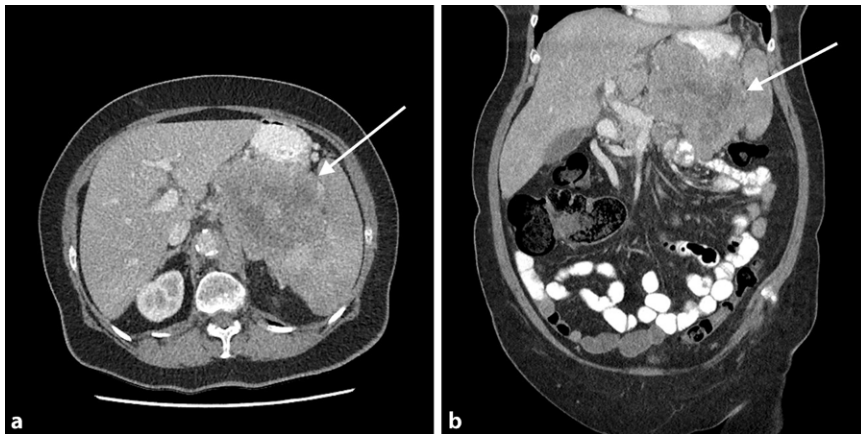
▲ Computertomographie des Abdomens. Ausgedehnte abdominelle Raumforderung (weißer Pfeil) mit Infiltration von Magen, Pankreas und Milz (a transversal, b coronar)
